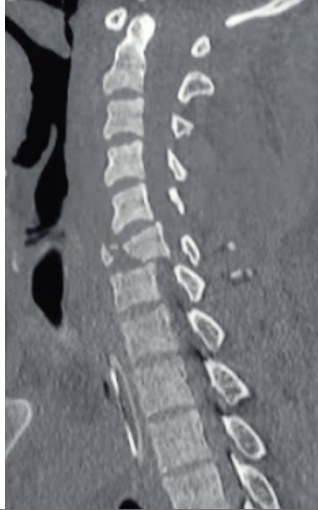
Tomografía computarizada de columna cervical corte sagital, evidenciándose fractura tipo estallido de C5.
